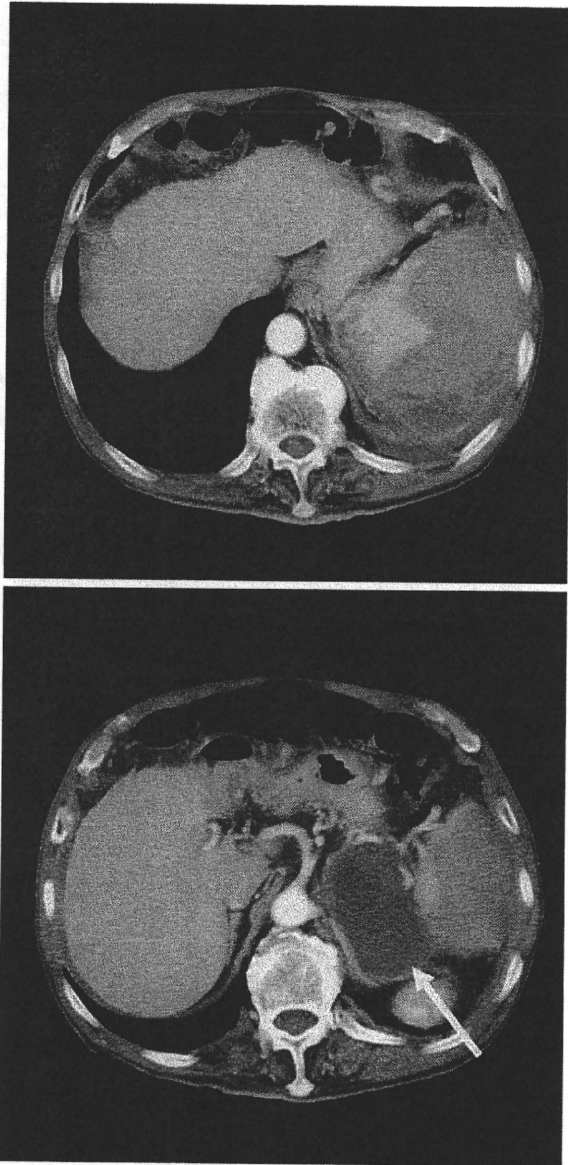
Abdominal enhanced CT scan shows ascites in the abdominal cavity. A low density area which seems like hematoma is seen in the periphery of the spleen. Further a cyst (arrow) adjacent to the spleen is seen at the dorsal aspect of the pancreas body. Splenic rupture is thus diagnosed.
